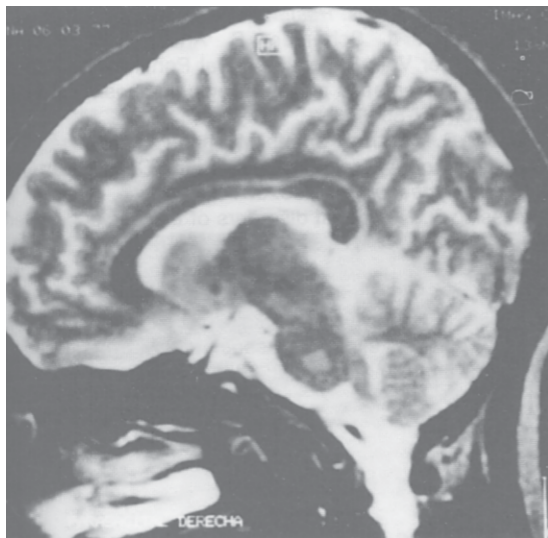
Resonancia magnética nuclear (RMN) de cerebro: corte sagital.
